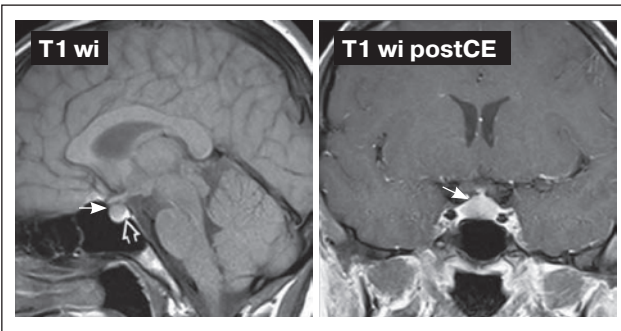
Фізіологічна гіперплазія гіпофіза у дівчини 16 років. МРТ-дослідження
